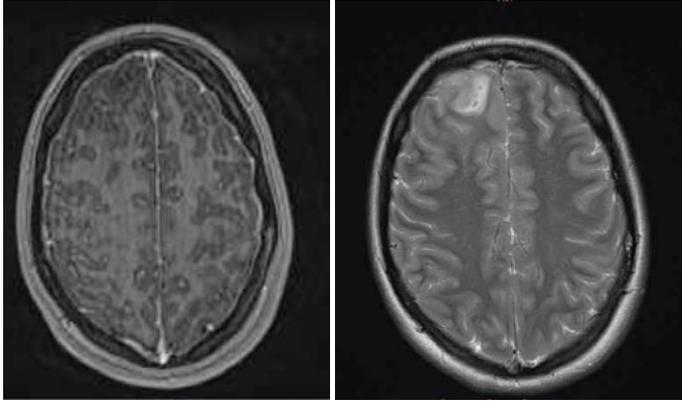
МРТ головного мозга с венографией
